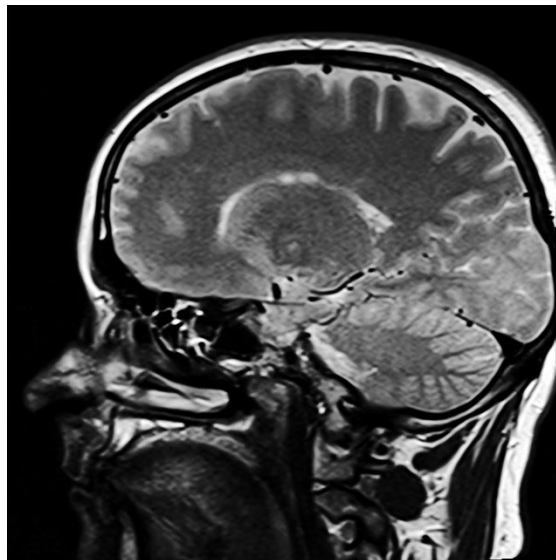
Ejemplo de la información que se obtiene mediante un TAC
